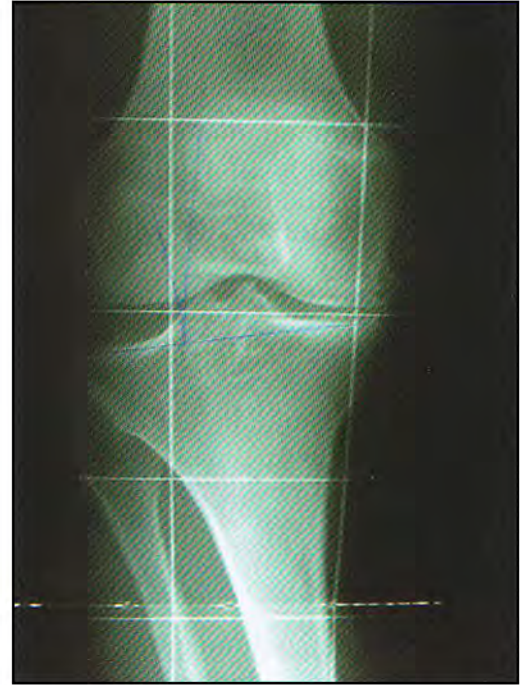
Radiografía en carga demostrando artrosis de compartimento interno en rodilla, derecha con deficiencia de LCA asociada.
